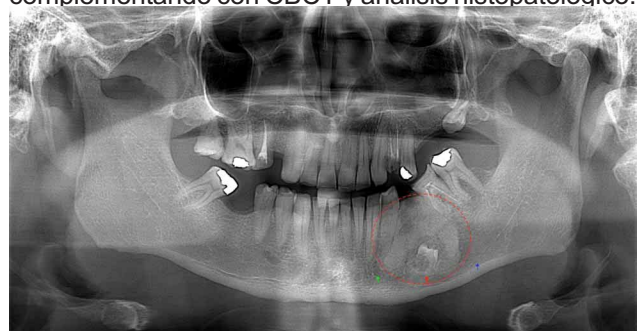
Radiografía panorámica digital, se observa en hemi mandíbula izquierda extensa lesión fibro-ósea compatible con fibroma osificante (líneas rojas segmentadas), con diente 3.5 incluido (flecha roja) y desplazamiento del canal mandibular (flecha azul).
